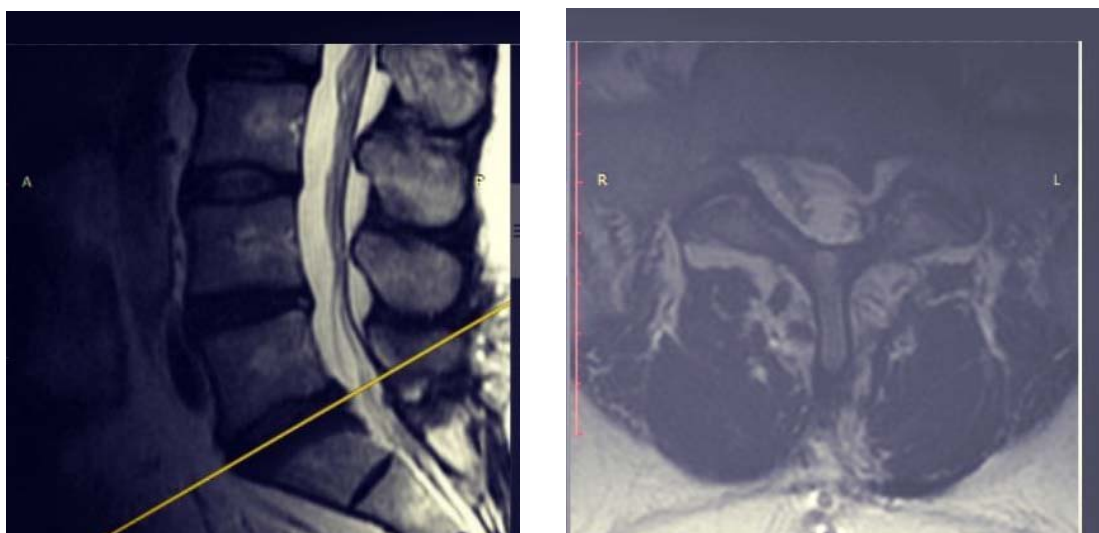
МРТ поясничного отдела до 2 операции в сагиттальной и аксиальной проекциях
